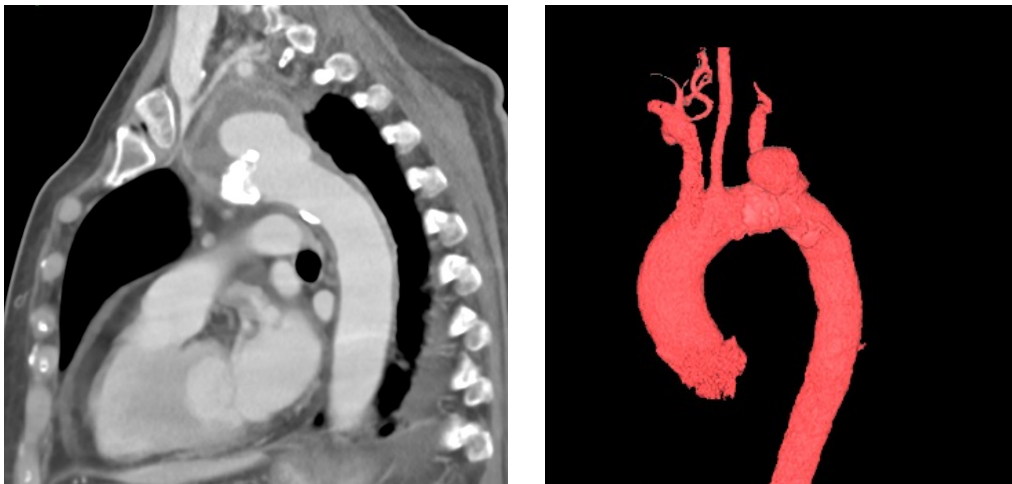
La tomografía de tórax con contraste en plano sagital y la reconstrucción tridimensional de la aorta torácica con volume rendering technique (VRT) muestran dilatación sacular bilobulada, bien delimitada, de 24 mm de diámetro mayor, dependiente de la pared superior del arco aórtico, que guarda comunicación con la luz aórtica y que se opacifica con el contraste, en relación con pseudoaneurisma.
